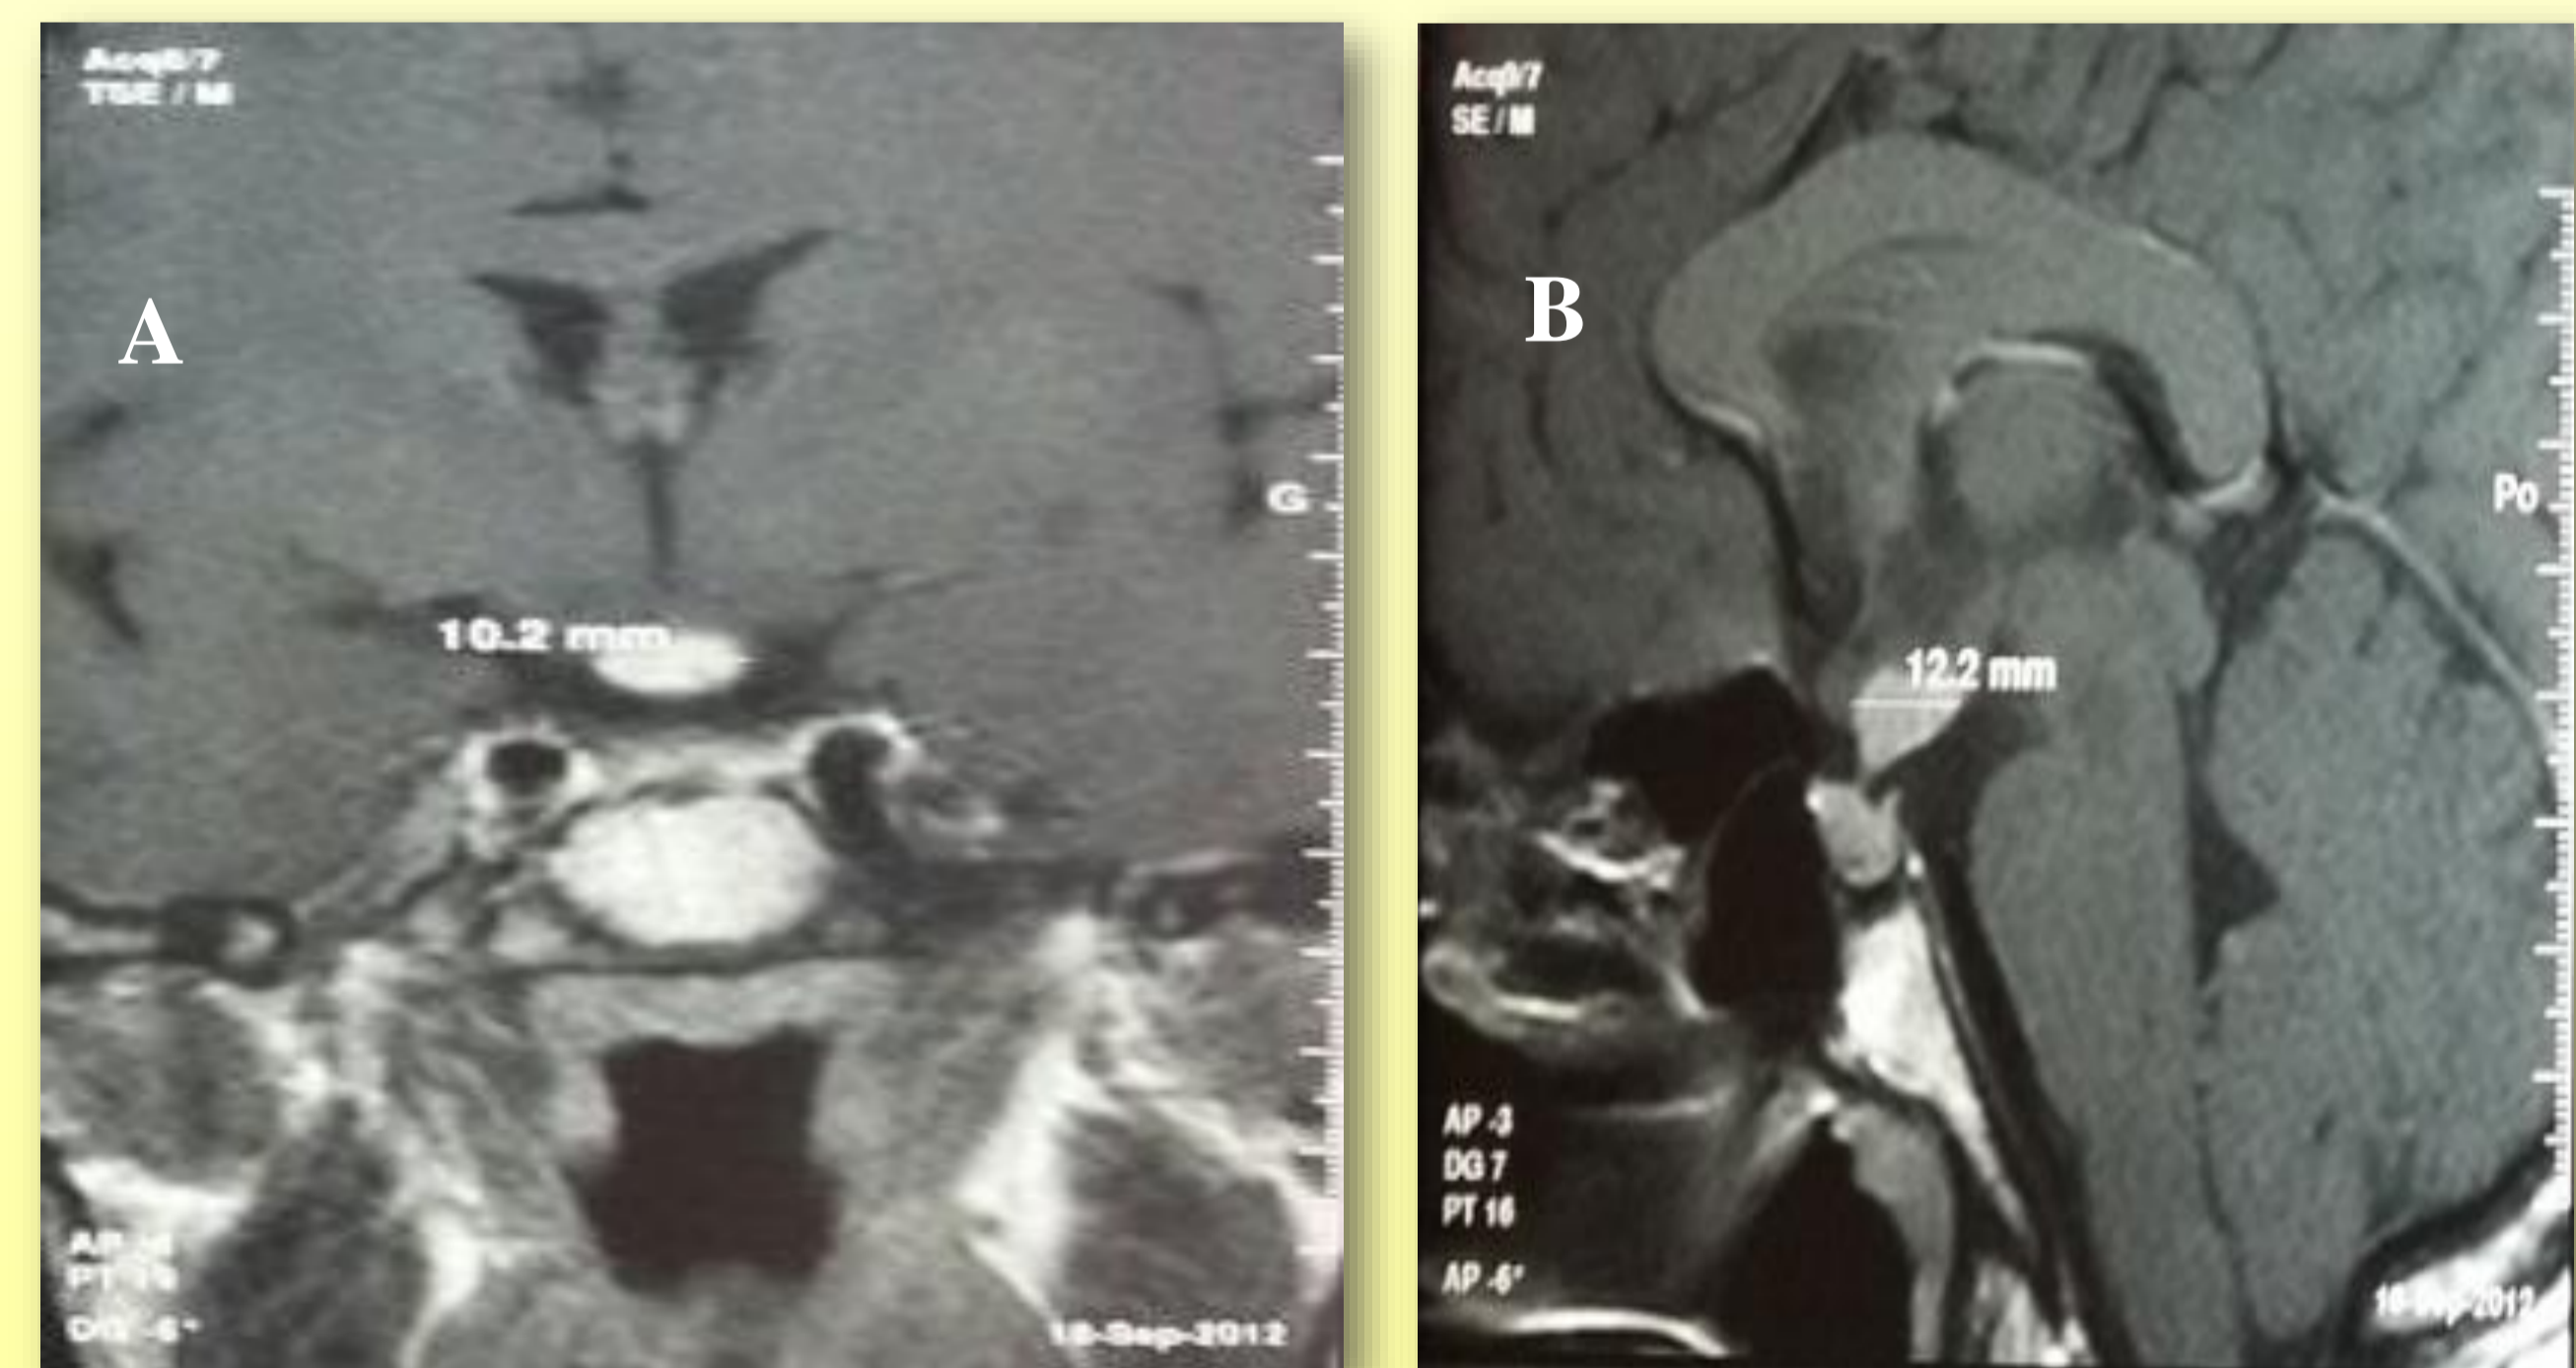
lésion nodulaire de la tige pituitaire de 12 mm à l'IRM, en isosignal T1, rehaussement intense après injection de produit de contraste (A) avec disparition de l'hypersignal spontané de la posthypophyse (B)
